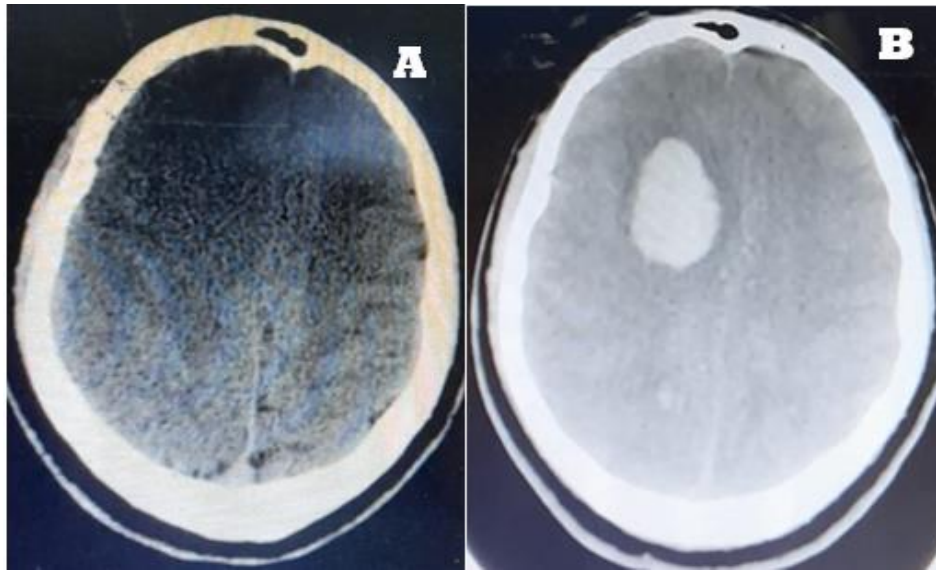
A y B. Caso 2: Tomografía de cráneo al ingreso normal, 24 horas después se advierte Hemorragia intracerebral frontal derecha con aislados y pequeños focos hemorrágicos en lóbulos parietales . Una vasculitis por CHIKV es una posibilidad
